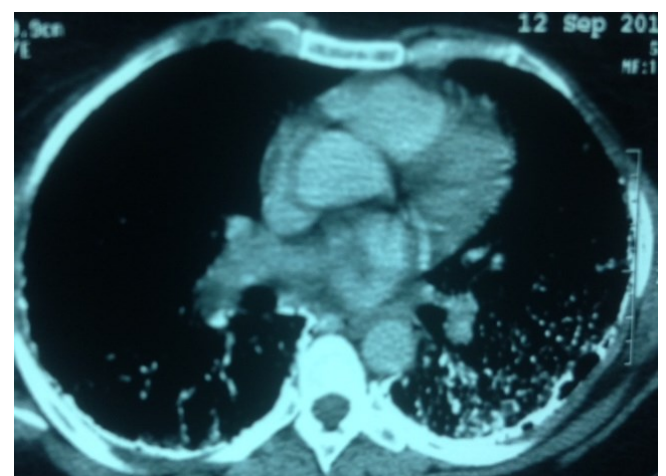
TDM thoracique en fenêtre médiastinale montrant des calcifications micronodulaires, sous-pleurales et septales.
